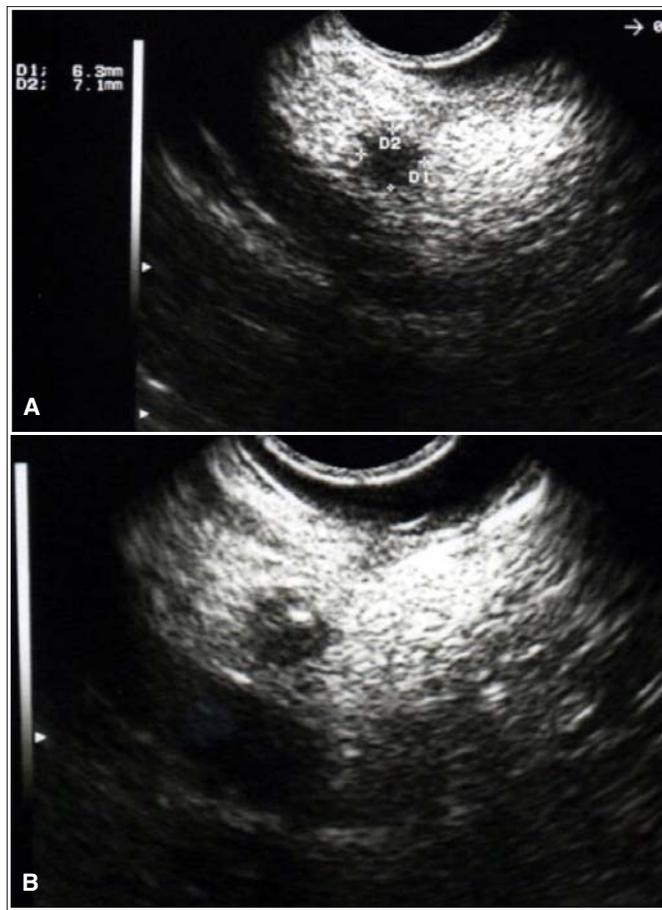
Presença de diminuto nódulo em paciente do sexo feminino, obtido por exame de ultra-som, durante investigação de dor abdominal. Ultra-som e ressonância magnética negativas. Ecoendoscopia associada à punção revelou se tratar de tumor neuroendócrino não funcionante, confirmado pela enucleação do mesmo
